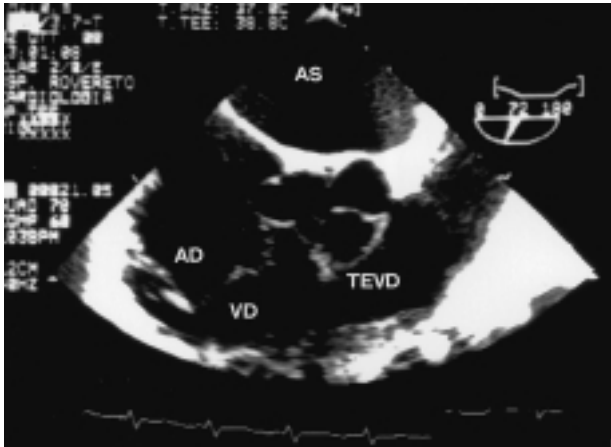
Ecocardiografia transesofagea multiplana (asse corto 72°). La freccia indica un ampio aneurisma (9-10 mm nel massimo diametro) con una lacerazione apicale, ad origine dal seno non coronarico della valvola aortica. L'aneurisma protrude nell'atrio destro (AD). AS = atrio sinistro; TEVD = tratto di efflusso del ventricolo destro; VD = ventricolo destro.
